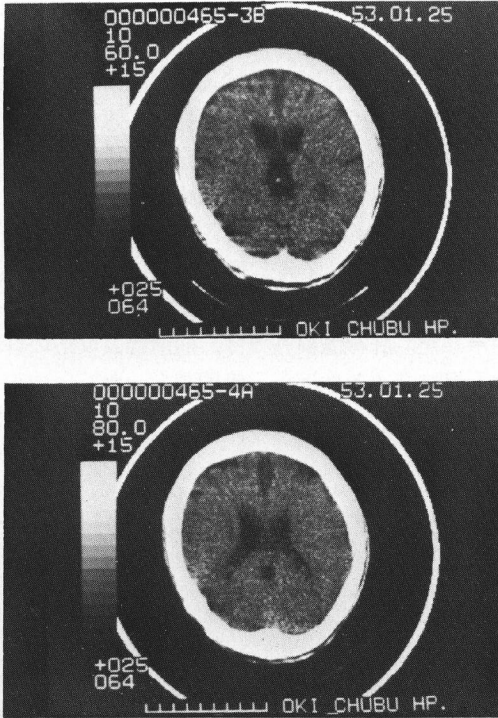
Finding of CT scan
